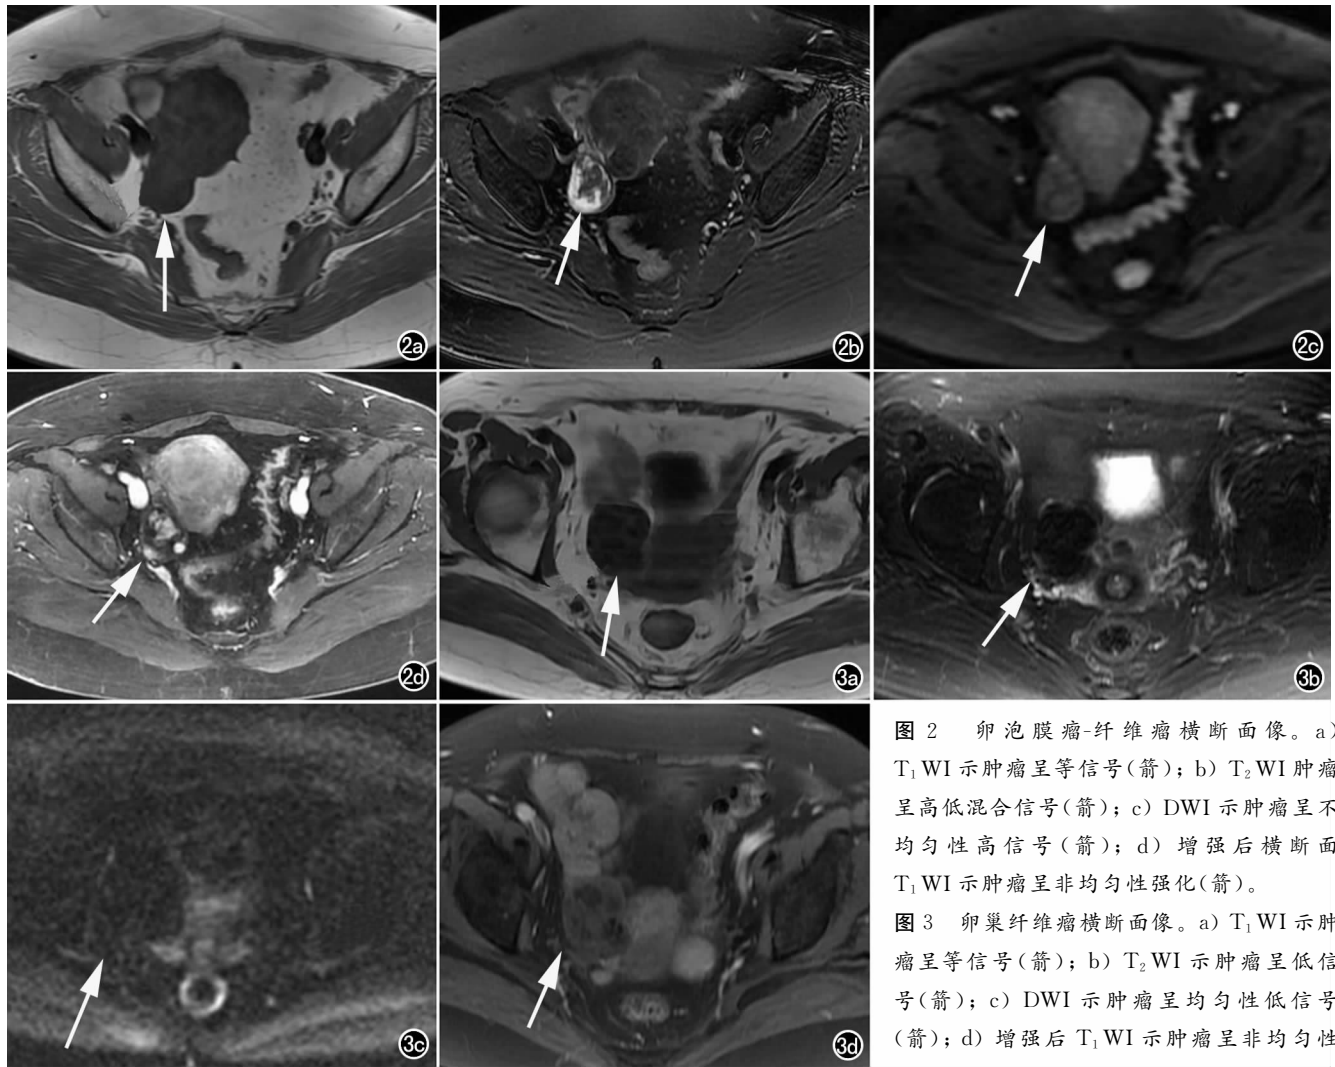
卵泡膜瘤-纤维瘤横断面像。a) T_1 WI 示肿瘤呈等信号(箭); b) T_2 WI 肿瘤呈高低混合信号(箭); c) DWI 示肿瘤呈不均匀性高信号(箭); d) 增强后横断面 T_1 WI 示肿瘤呈非均匀性强化(箭)。
